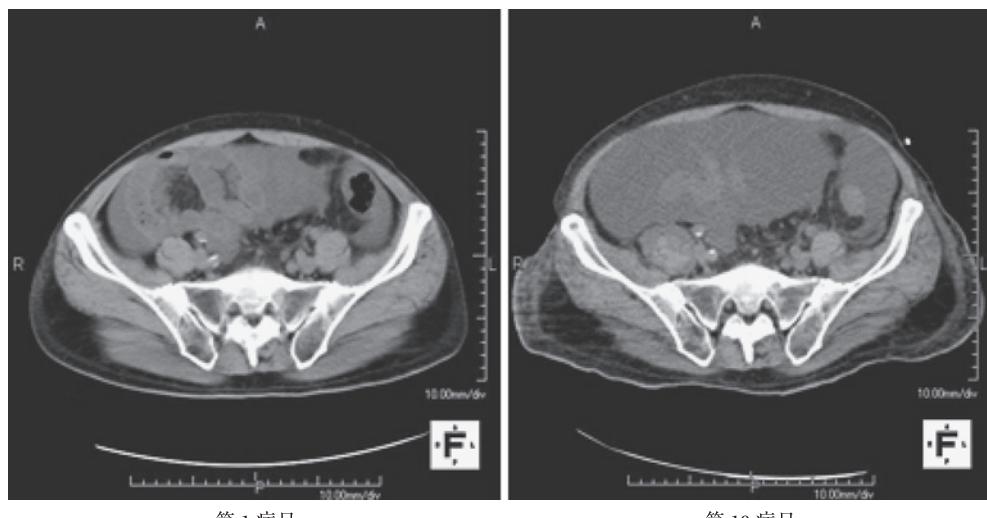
腹部単純CT検査（第1, 10病日）
